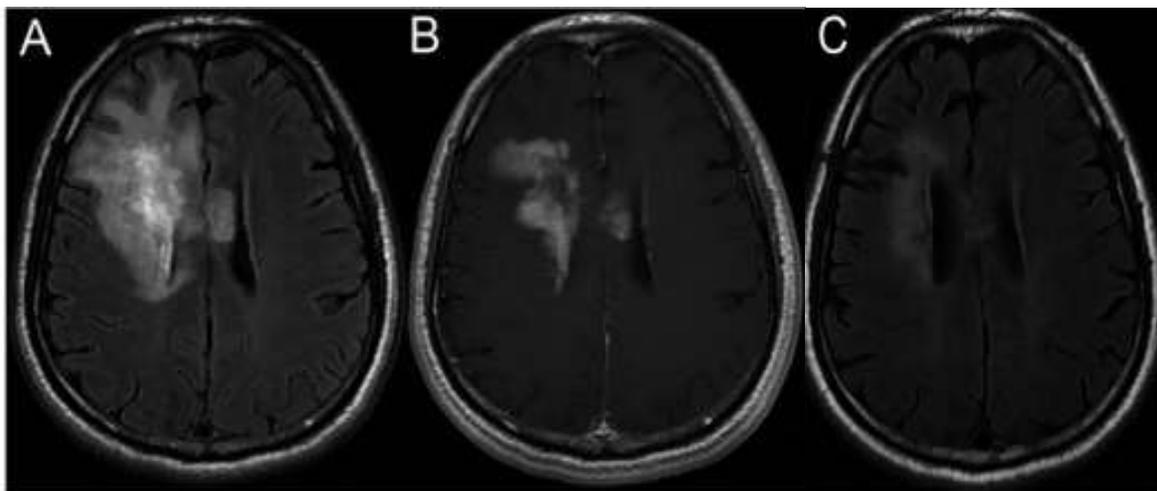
IRM cérébrale coupe axiale Flair (A,B) objectivant une lésion frontale droite avec effet de masse sur la corne frontale du ventricule latérale droit, avec prise de contraste, (c) régression des lésions à l'IRM cérébrale de contrôle après une corticothérapie [13]
